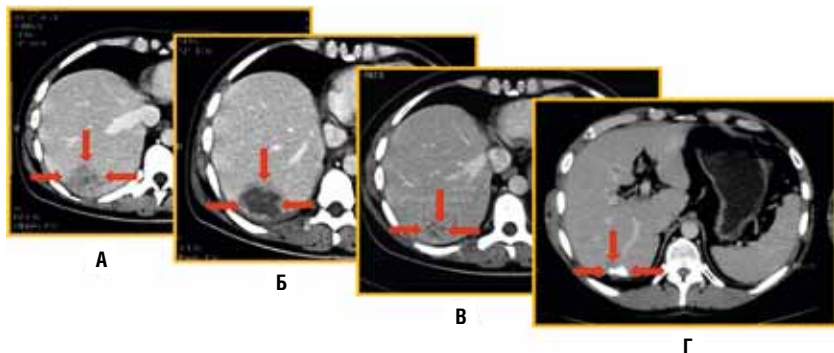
Позитивные изменения в очаге деструкции после УЗ-абляции по данным КТ: А — через 1 мес. после УЗ-абляции; Б — через 6 мес. после УЗ-абляции; В — через 12 мес. после УЗ-абляции; Г — через 24 мес. после УЗ-абляции
